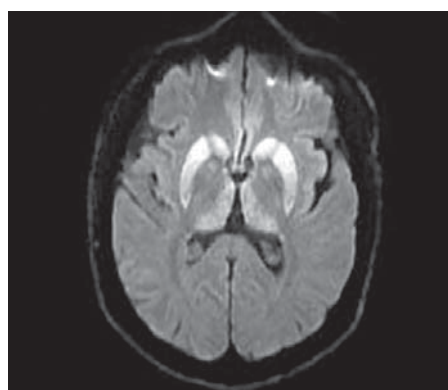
Semnal hiperintens în DWI cu implicarea simetrică a nucleilor bazali (nucleilor caudat, putamenului globii palizi), talamusului. Case courtesy of Dr Brad Hayhow, Radiopaedia. org, rID: 43970
